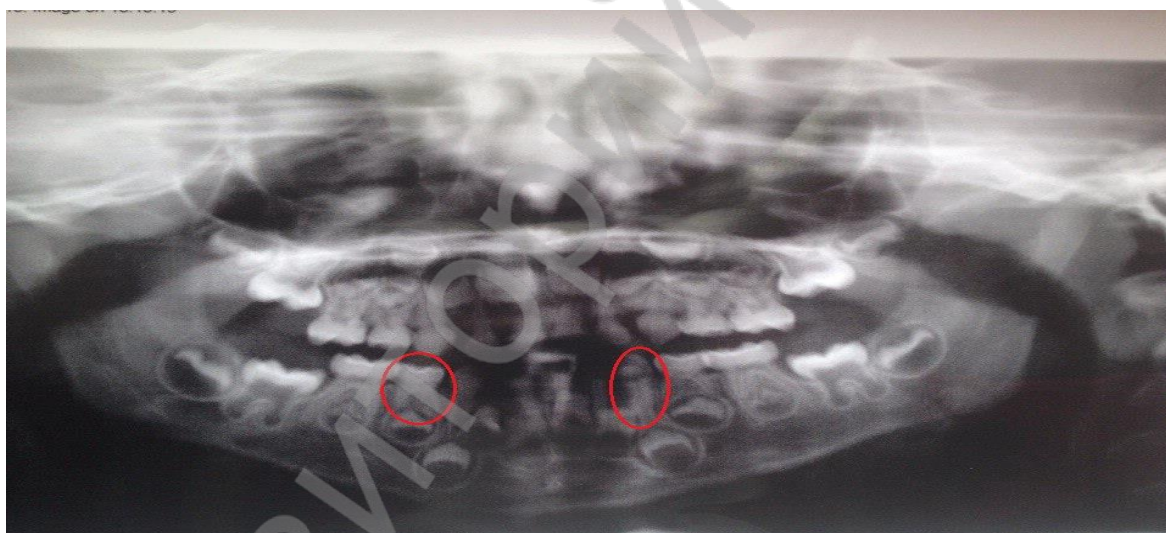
Ортопантомограмма М., 4 года
